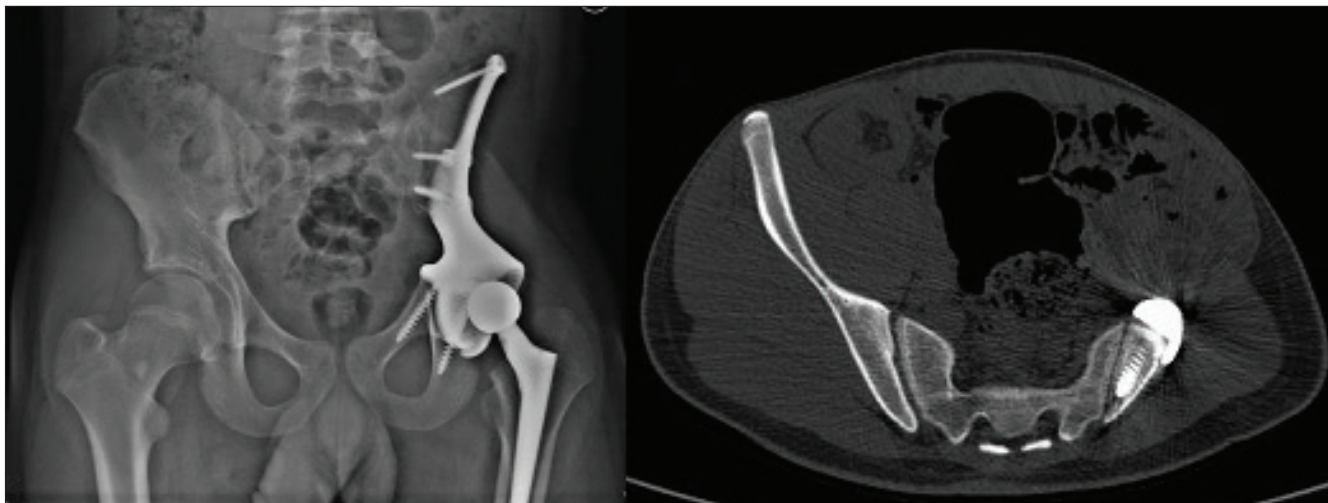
Рентгенограмма и компьютерная томография без признаков нестабильности металлоконструкции и системы фиксации
